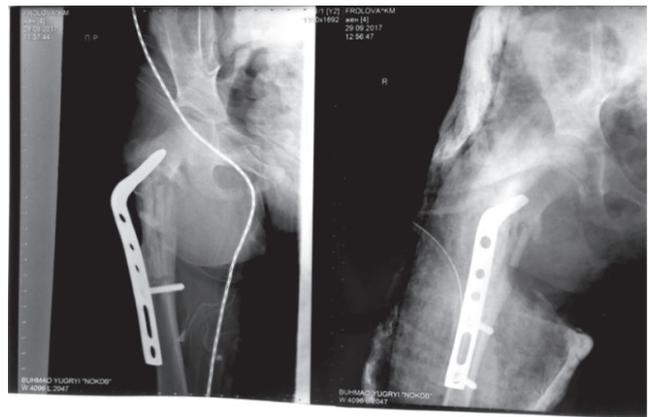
Компьютерная томография правого тазобедренного сустава после сегментарной резекции правого бедра и остеосинтеза
